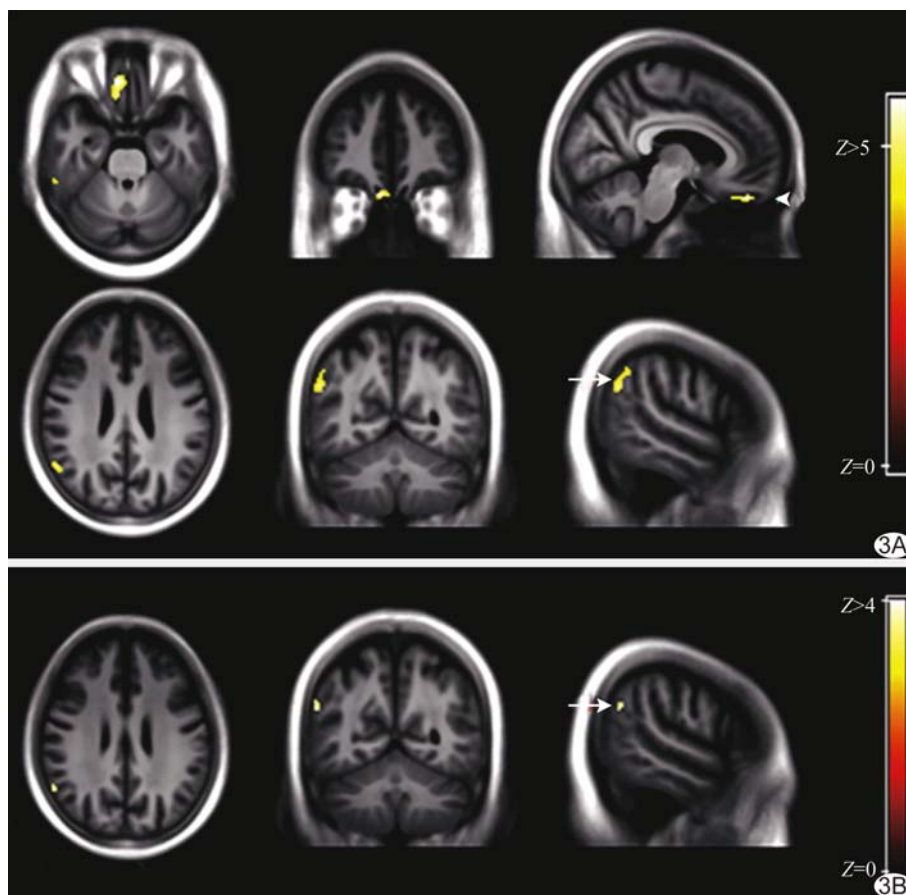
与对照组比较,MCI患者 ^{18}F -FDG和 ^{11}C -pPIB有差异脑区 A. ^{18}F -FDG低代谢脑区为右侧直回(箭头)和顶下小叶(白箭); B. ^{11}C -pPIB低灌注脑区位于右侧顶下小叶(箭)
